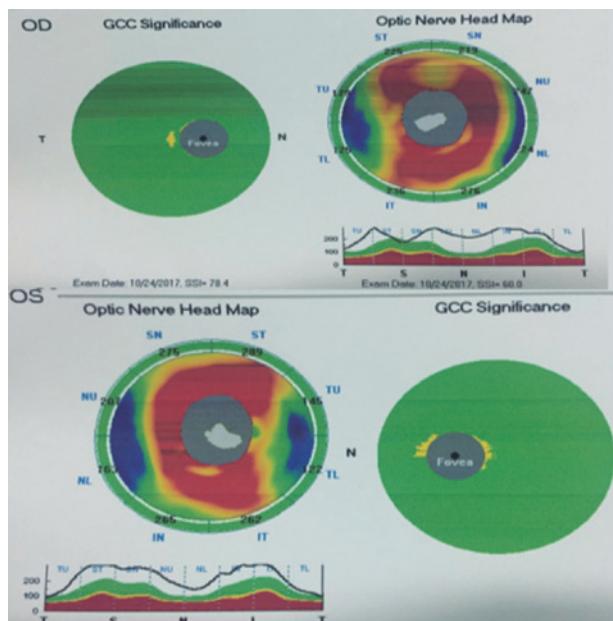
Tomografia de coerência óptica
